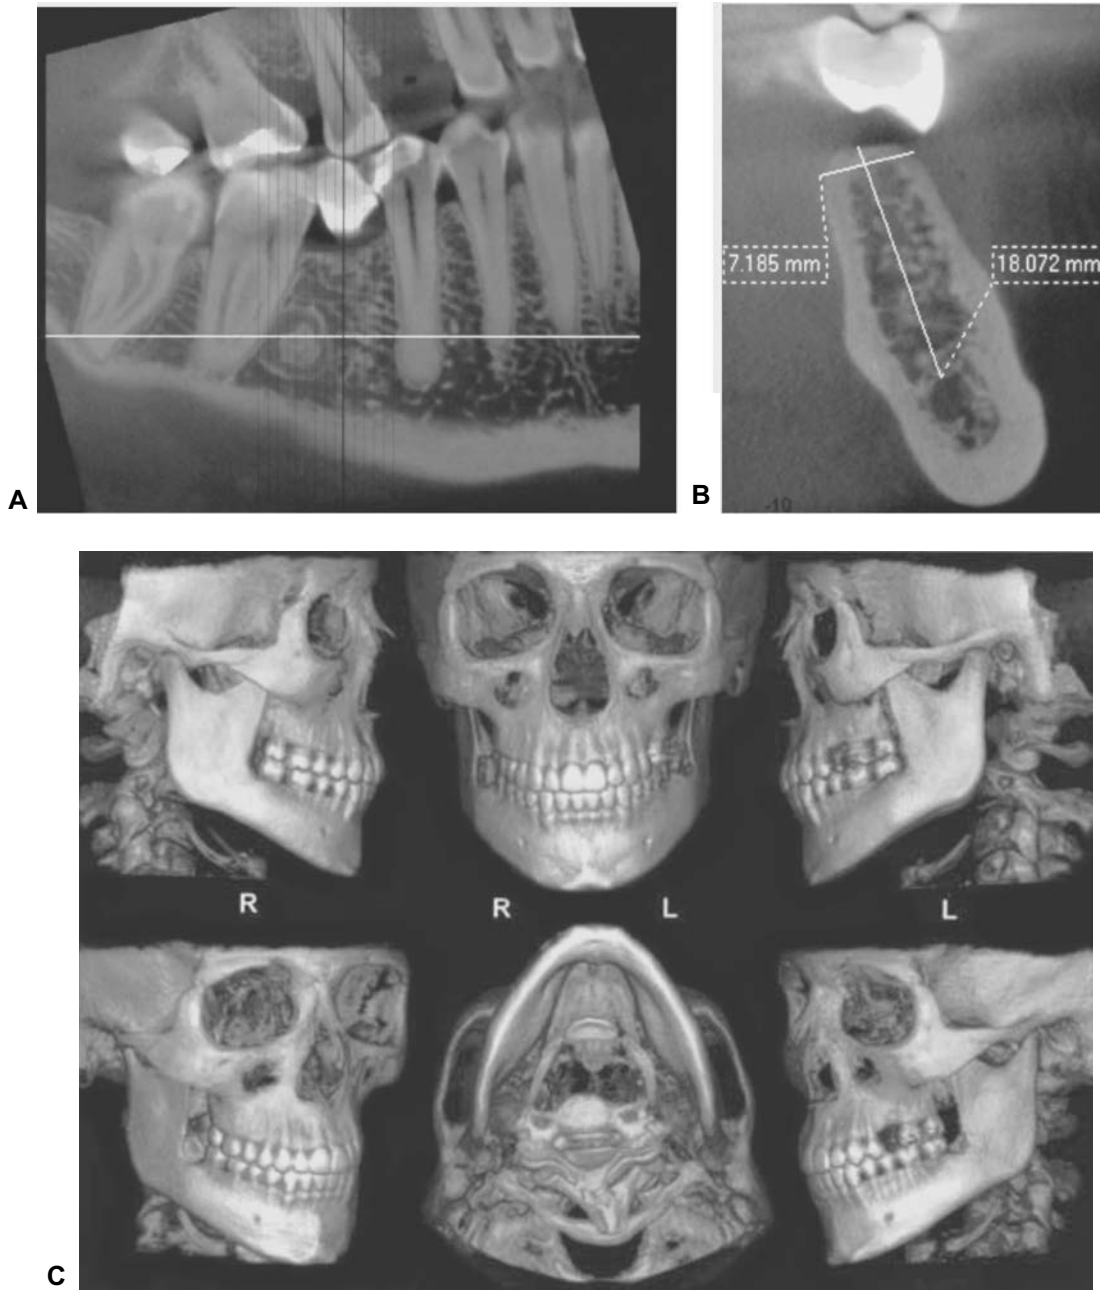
La imagen típica de una tomografía de "cone beam" es en tonalidades de gris, en los tres planos corporales. Vista sagital de una sección de la mandíbula (A), corte coronal de cuerpo mandibular, en el cual se puede identificar claramente el conducto dentario inferior, y hacer mediciones a partir de éste (B). Algunos aparatos equipados con programas especializados son capaces de crear imágenes tridimensionales, como las que se muestran en (C).
